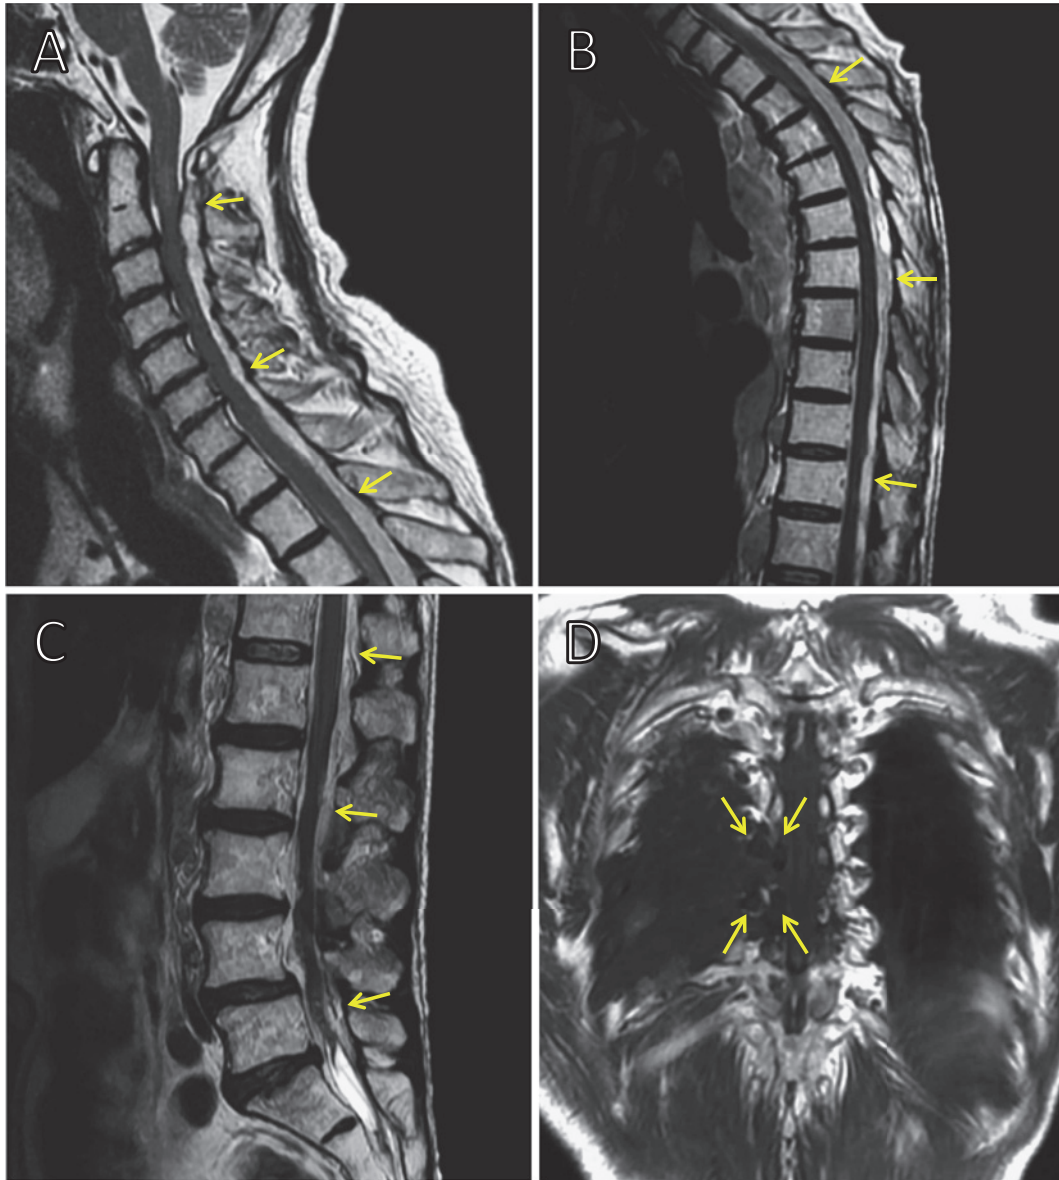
Spinal T2-weighted MRI shows an epidural tumor mass in the cervical (A, arrow), thoracic (B, arrow), and lumbar (C, arrow) spinal canal. Spinal T1-weighted MRI shows the malignant pleural mesothelioma invading around the Th8/9 intervertebral foramen (D, arrow).
